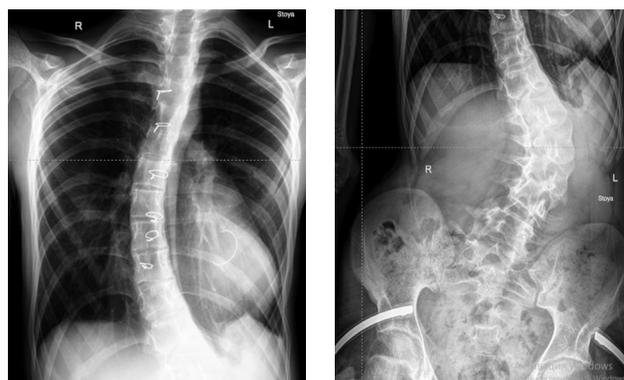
Рентгенография позвоночника пациента на протяжении в прямой проекции, в положении стоя: поясничный левосторонний сколиоз с протяженным грудным противоискривлением; серкляжный проволоочный шов грудины после продольной стернотомии, опорное полукольцо митрального клапана.
